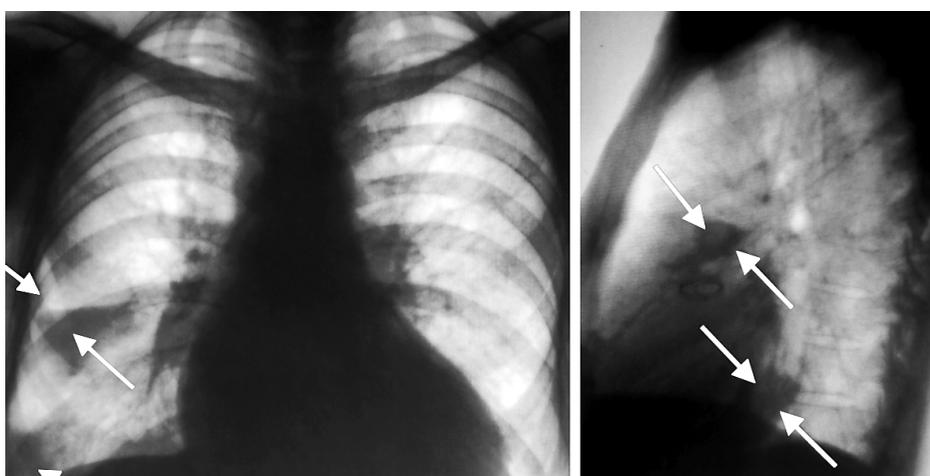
Инфаркт легкого справа на рентгеновских снимках у пациента с подтвержденной ТЭЛА.
